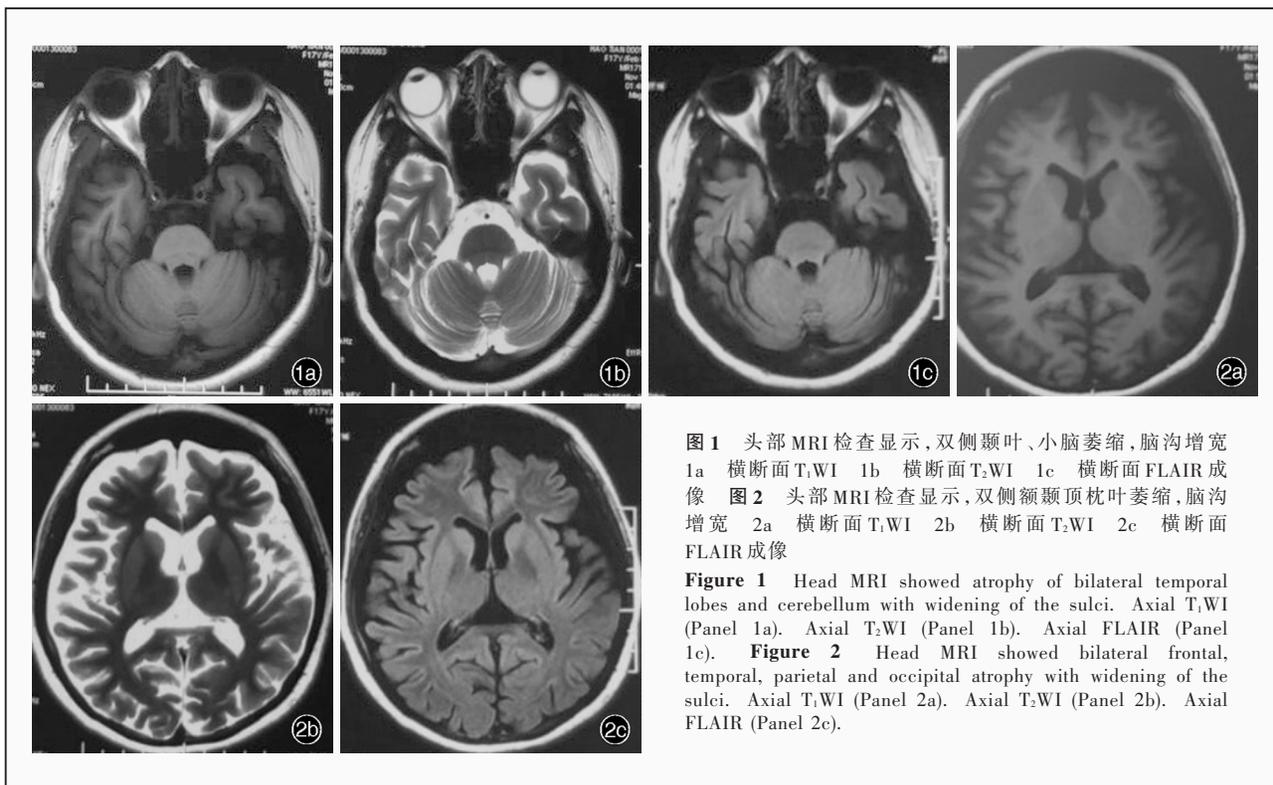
头部 MRI 检查显示, 双侧颞叶、小脑萎缩, 脑沟增宽 1a 横断面 T₁WI 1b 横断面 T₂WI 1c 横断面 FLAIR 成像 图 2 头部 MRI 检查显示, 双侧额颞顶枕叶萎缩, 脑沟增宽 2a 横断面 T₁WI 2b 横断面 T₂WI 2c 横断面 FLAIR 成像
